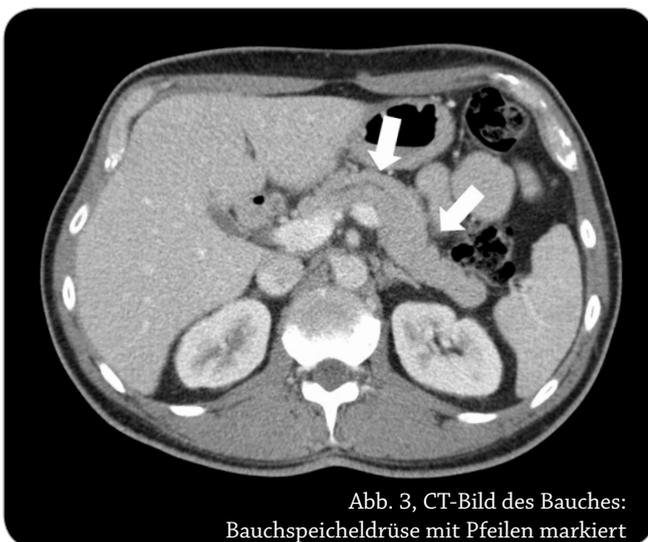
CT-Bild des Bauches:
